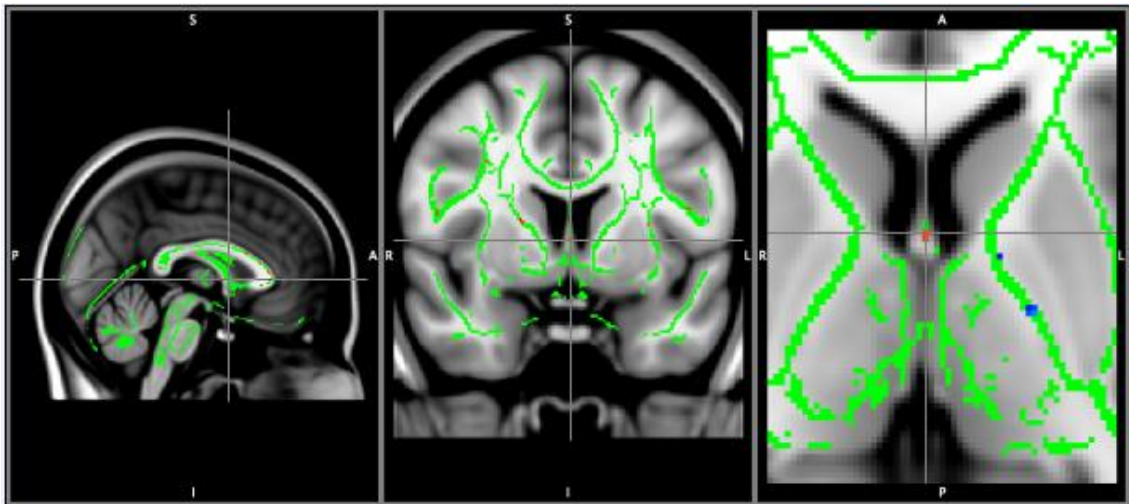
Cortes sagital y coronal de cerebro por Resonancia Magnética. Mediante análisis de Fracción de Anisotropía/TBSS (esqueleto de sustancia blanca), se observan las regiones con disminución del valor esperado con respecto al grupo control (medidas como variación en la intensidad del voxel) en la sustancia blanca (puntos en rojo). El acercamiento muestra lesiones en el Fornix. Fuente: Directa.
